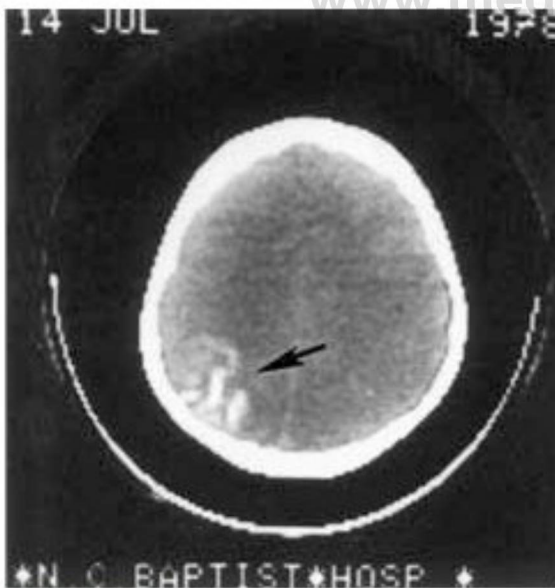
Tomografía computarizada de un paciente característico con síndrome de Sturge-Weber; el patrón de calcificación de las circunvoluciones (*flecha*) se observa fácilmente en el área occipital izquierda. (Reproducido con permiso de: García, J. C., Roach, E. S. y McClean, W. T. 1981, «Recurrent thrombotic deterioration in the Sturge-Weber syndrome», *Childs Brain*, vol. 8, págs. 427-433.)
